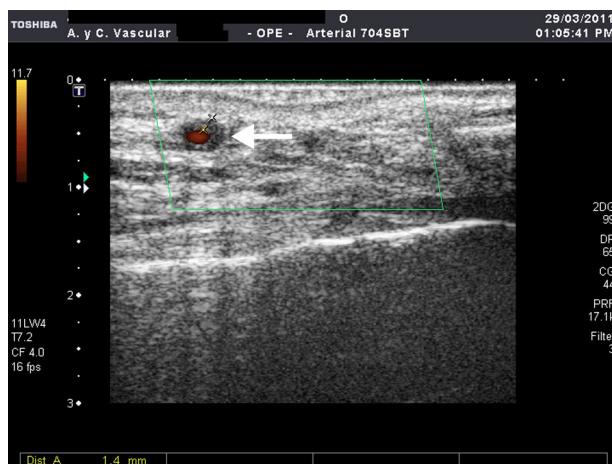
Imagen de eco-Doppler donde se aprecia el engrosamiento de la pared arterial.
